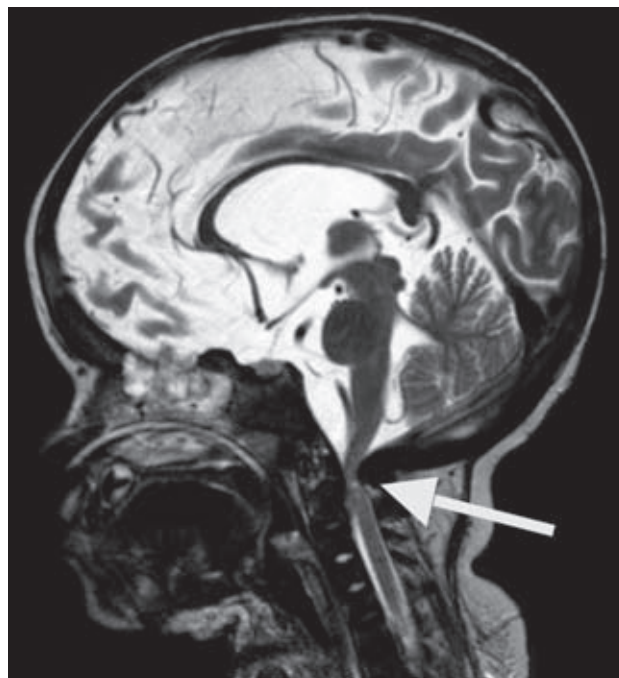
Imagen de resonancia magnética cráneo-cervical en corte sagital donde se observa la compresión medular a nivel del agujero *magnum* (flecha).
